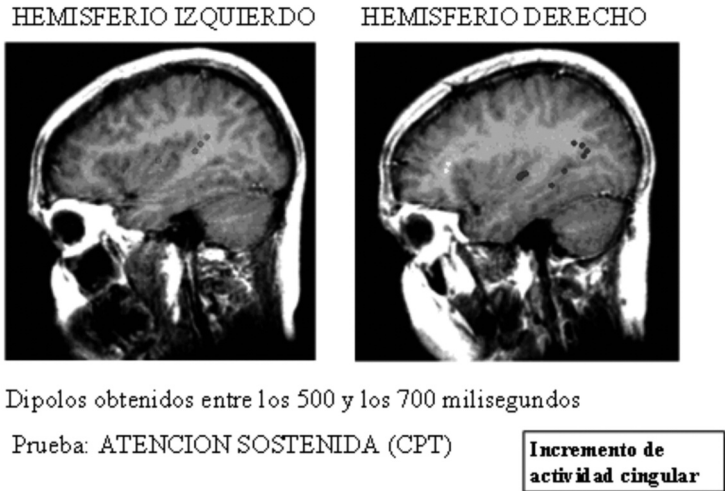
Resonancias magnéticas (RM) del cerebro durante la realización de una tarea de atención sostenida.
